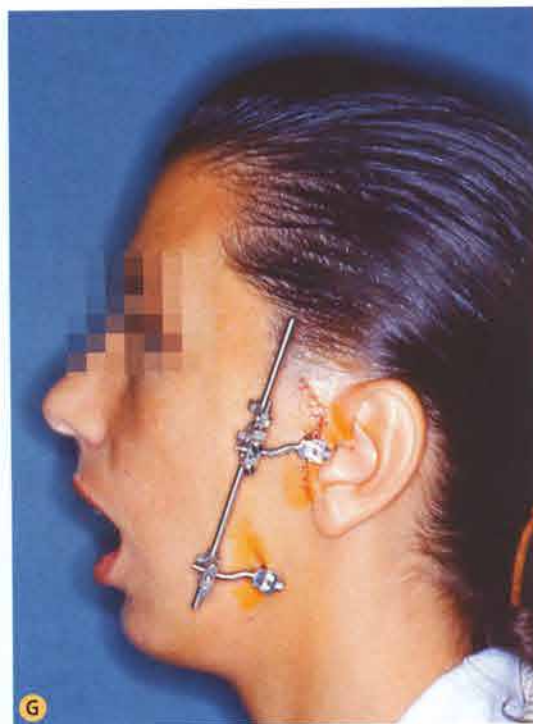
F. Visione frontale dopo applicazione di fissatore rigido esterno a sinistra. Si nota l'immediata mobilitazione delle strutture articolari. G. Visione laterale: sono evidenti i pin di ancoraggio applicati rispettivamente al condilo e al corpo mandibolare e uniti tramite fissatore rigido esterno. H. Ortopantomica a distanza: controllo dell'avvenuta riduzione della frattura condilare dopo applicazione del fissatore. I. Radiografia in proiezione Worms-Bretton: il fissatore è posizionato correttamente e si è ottenuta un'efficace riduzione della frattura. L. Radiografia in proiezione laterale dopo applicazione del fissatore.
